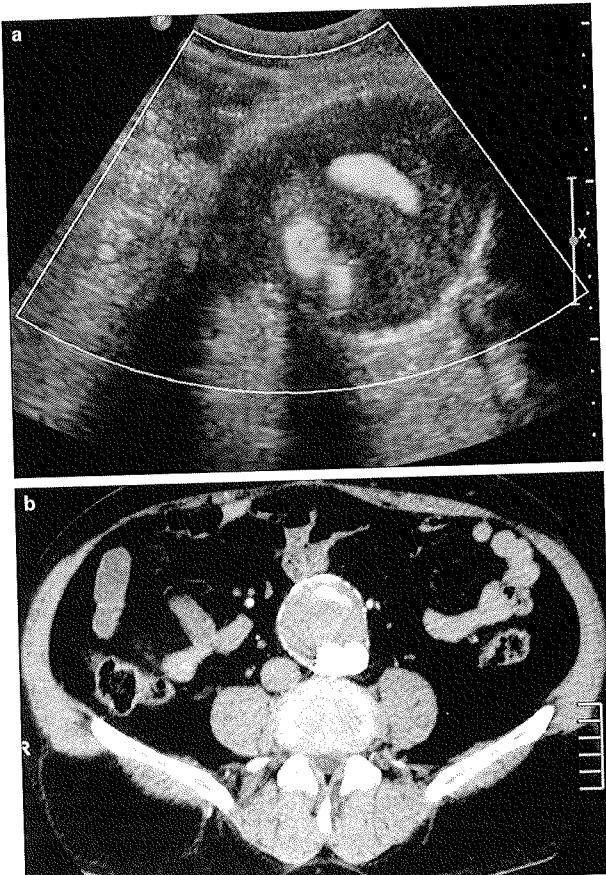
Eco-Doppler (a) y angiotomografía axial computarizada (b), en los que se observa endofuga tipo II, dependiente de la arteria mesentérica inferior.
